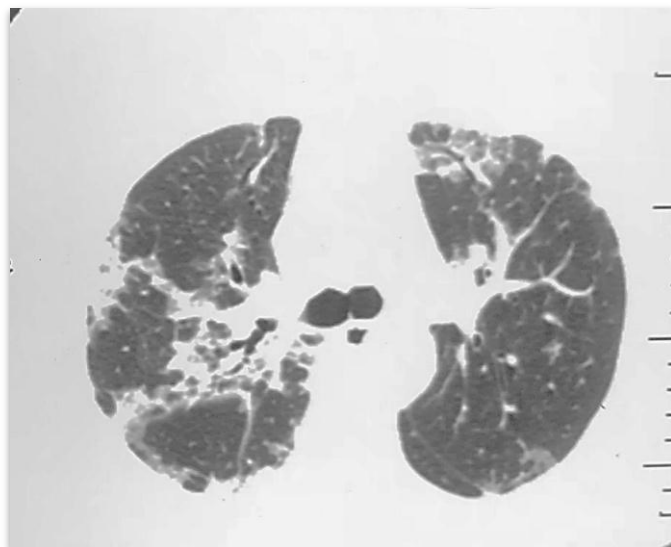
Tomografía simple de tórax
